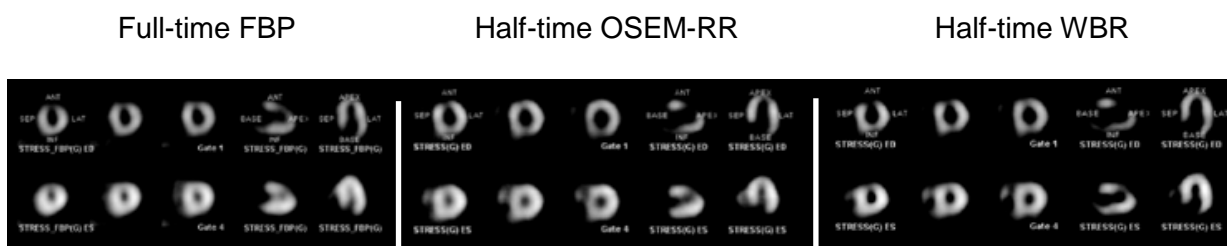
Images reconstruites avec 3 algorithmes de calculs : la méthode analytique de RPF et les méthodes itératives : OSEM avec correction de la résolution en profondeur et la méthode WBR développée par la société UltraSPECT. La qualité d'image, obtenue avec les méthodes itératives et un temps d'acquisition divisé par 2, est équivalente à celle obtenue avec la RPF et un temps d'acquisition conventionnel [DePuey et al., 2008].
